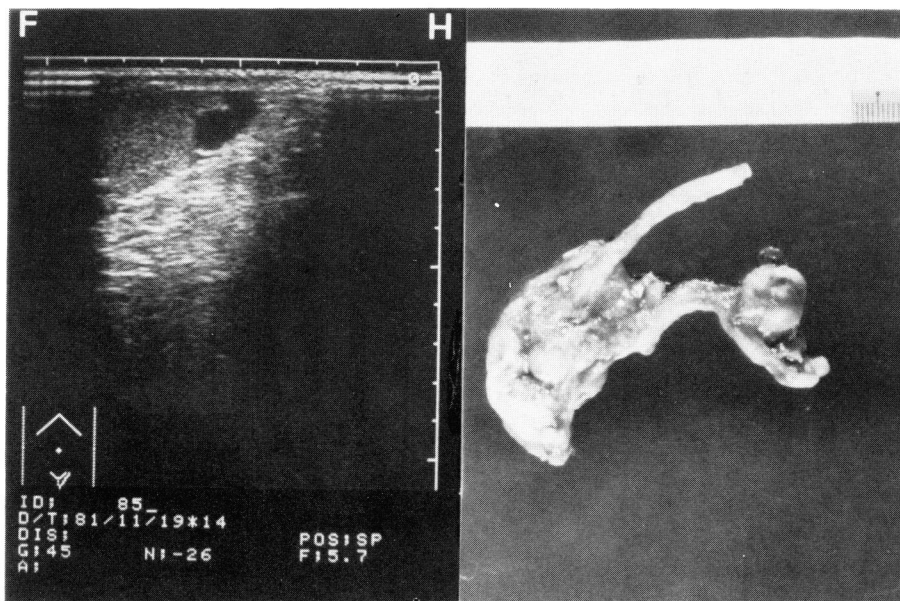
Scrotal ultrasonography demonstrates an epididymal cyst at the head of epididymis. An epididymal tumor was suspected by finger examination
